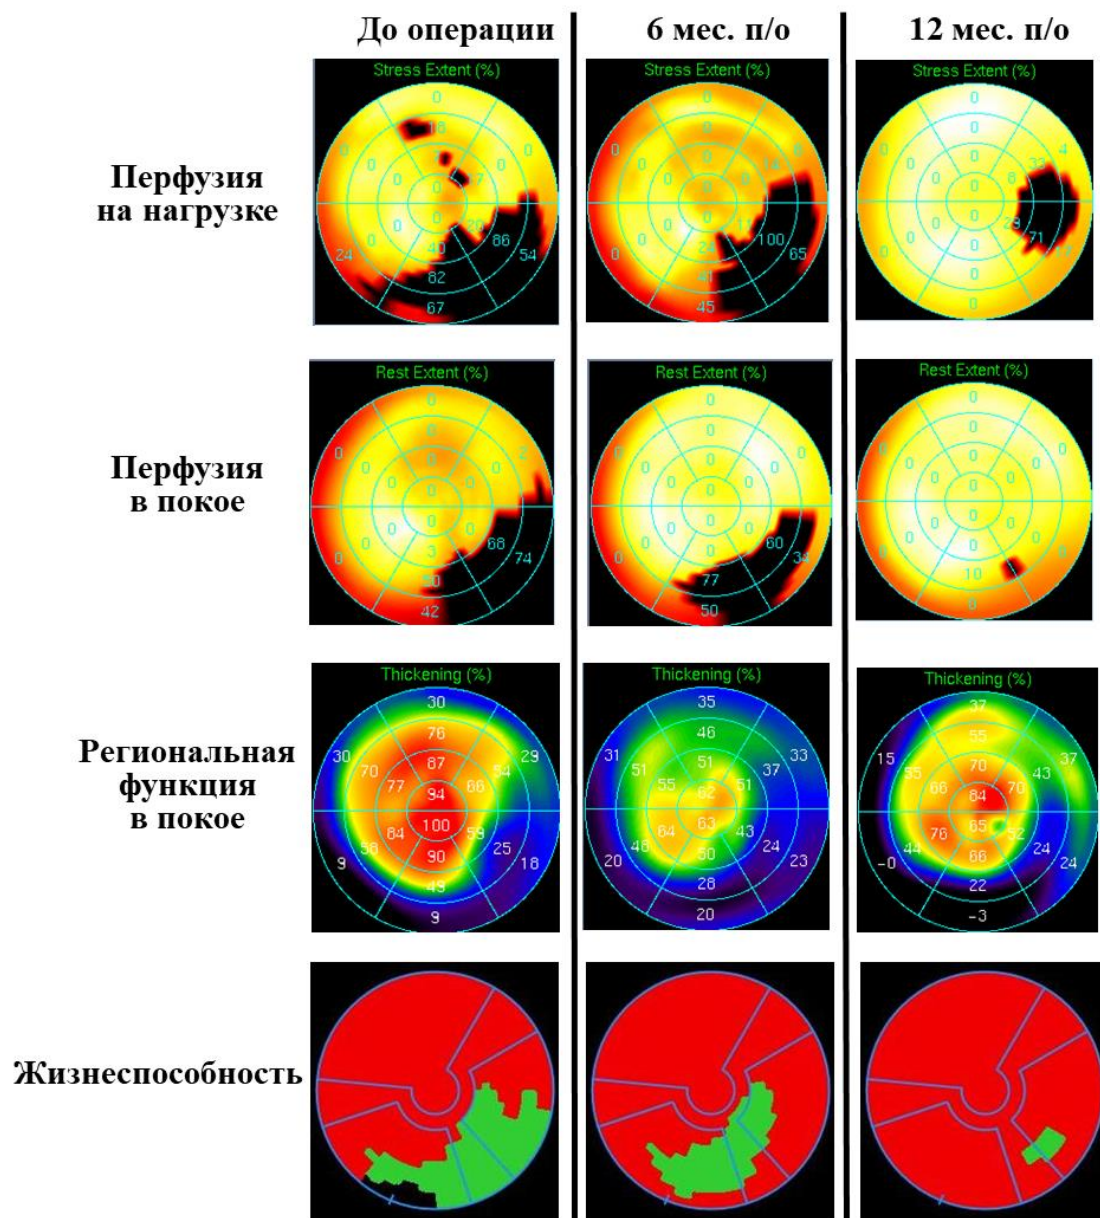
Данные радионуклидной томографии миокарда ЛЖ пациента П., 65 л. (АКШ в сочетании с ТМЛР и интрамиокардиальным введением α -ECGF).
